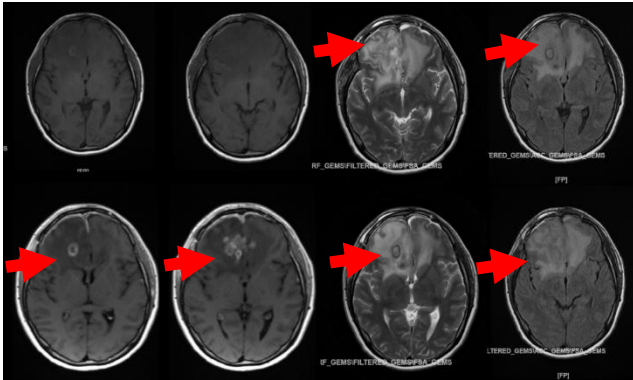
Tampak gambaran abses dengan edema perifokal di lobus frontal pada MRI pre operasi.
